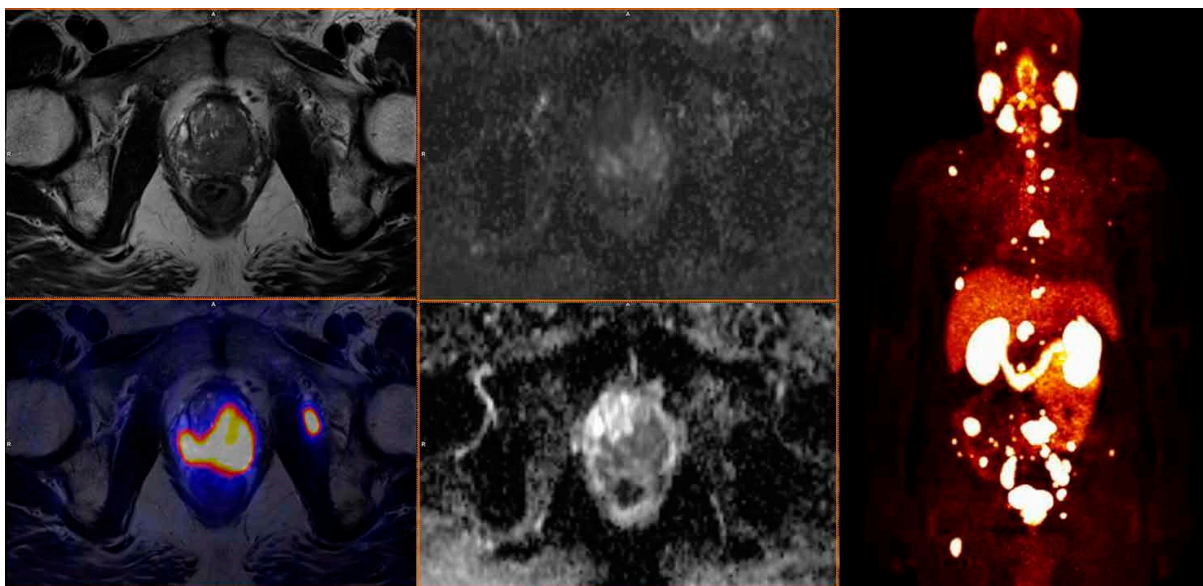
Multiparametrické zobrazení PET/MR prostaty s podáním  $^{18}\text{F}$ -FCH. V horní řadě obrazy dynamické studie po aplikaci gadoliniové kontrastní látky včetně farmakodynamické studie, v dolní řadě PET/MR fúze, dále zobrazení morfologické, difúzní a spektroskopie.
